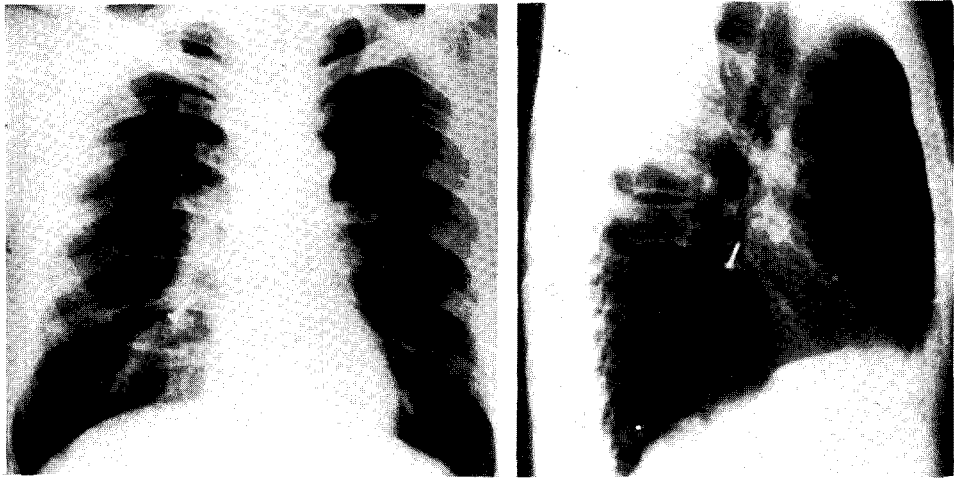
Chest X-ray findings of case 1 show a nail at right lower lobe.
